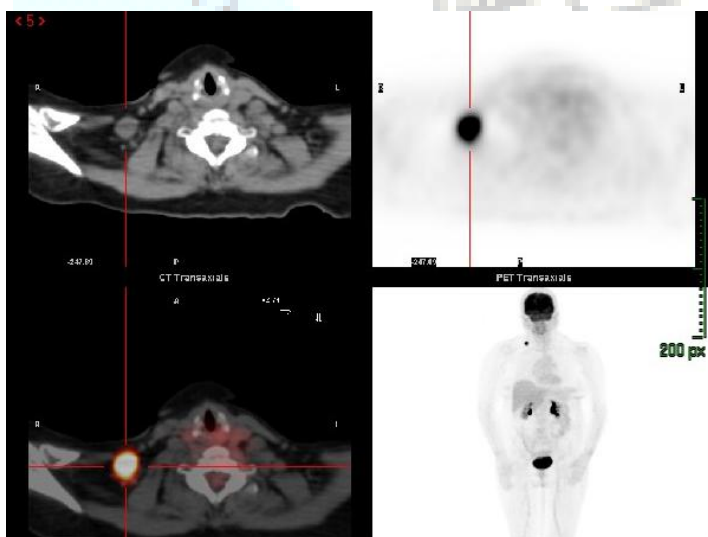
Captación hipermetabólica en PET-TC.
